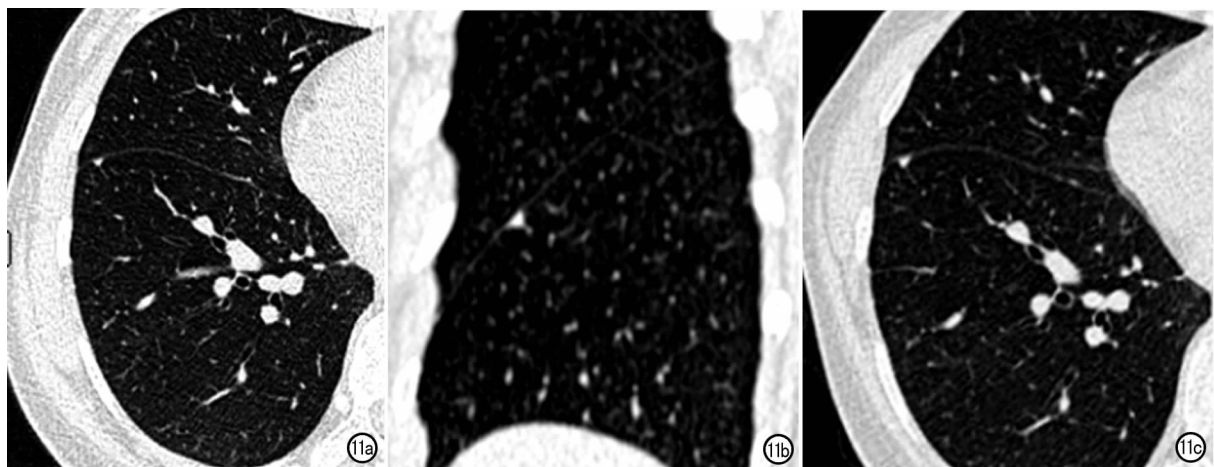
女, 48 岁。a) CT 示右肺下叶 4.0 mm×4.0 mm 实性结节; b) 矢状面图像示结节扁平, 宽基底贴斜裂, 典型胸膜旁结节, 归为 2 级; c) 10 年后复查示结节无改变。
